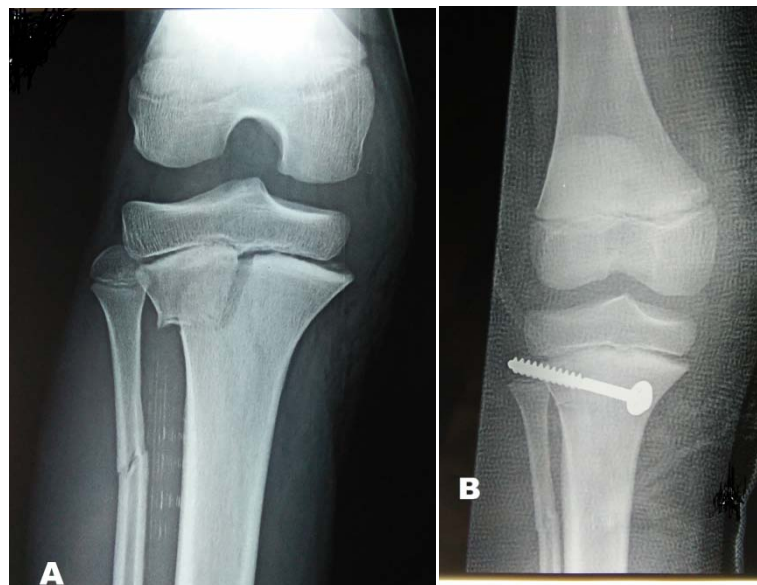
(A) : Radiographies de genou droit face d'un garçon de 13ans une FDE Salter II de l'extrémité supérieur du tibia droite associé à une fracture du tiers supérieur du péroné homolatéral
